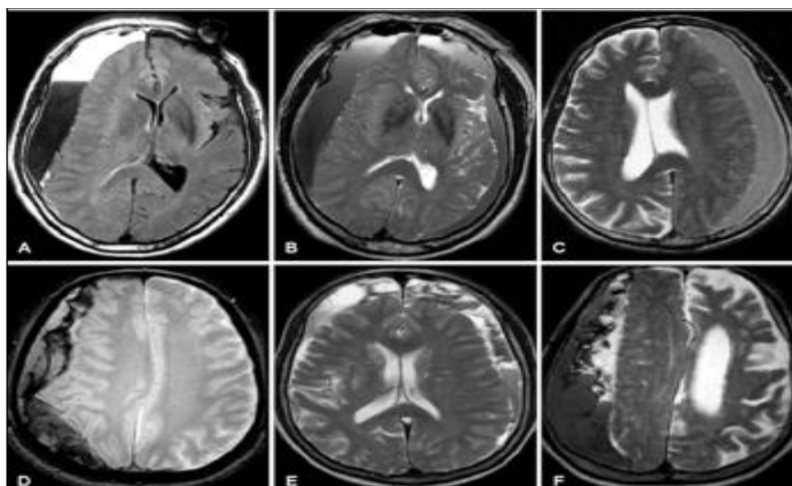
Aspects distinctifs des signaux des hématomes sous-duraux en IRM :
